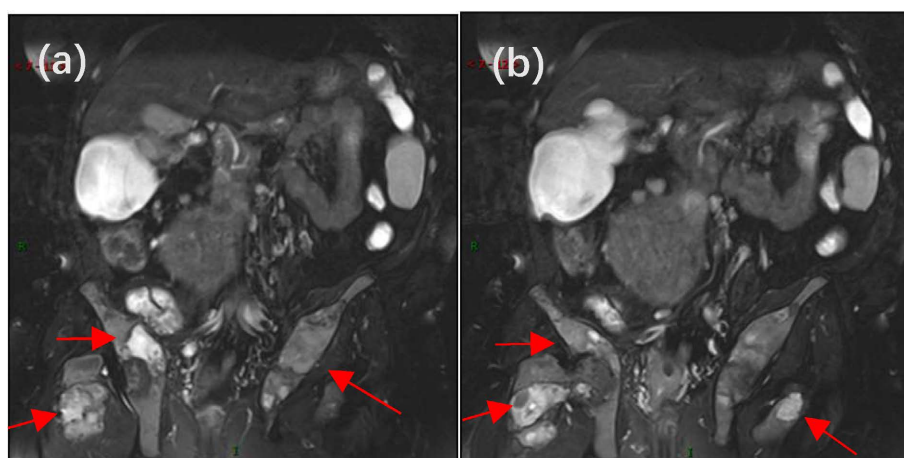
Magnetic resonance T2WI showed expansive changes in bilateral iliac bones and femurs, with patchy high and low mixed signals, and right iliac bones with mass soft tissue shadows.
